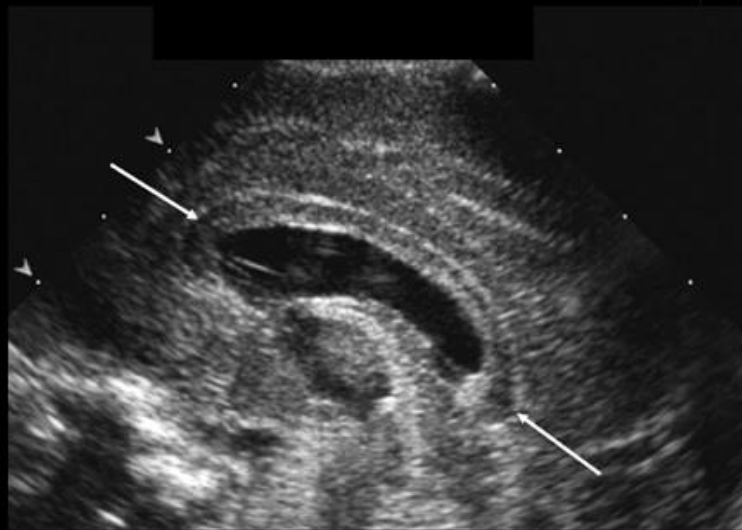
Ecografía cerebral de alta resolución que mide el tamaño del cuerpo calloso (flechas).
